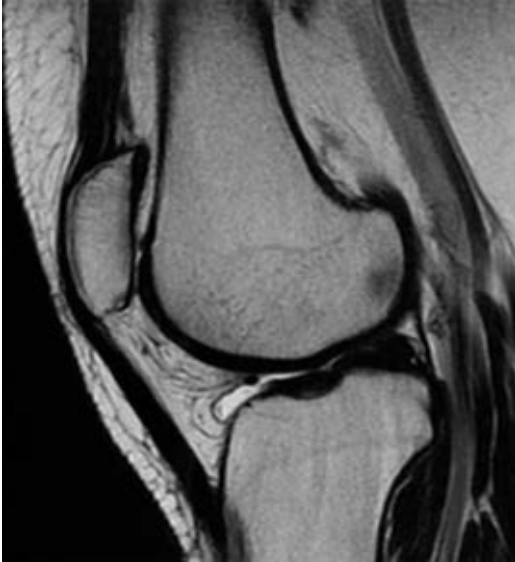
Resonancia magnética de rodilla izquierda en secuencia T2 sagital, en la que se ve la patela en adecuada situación.
